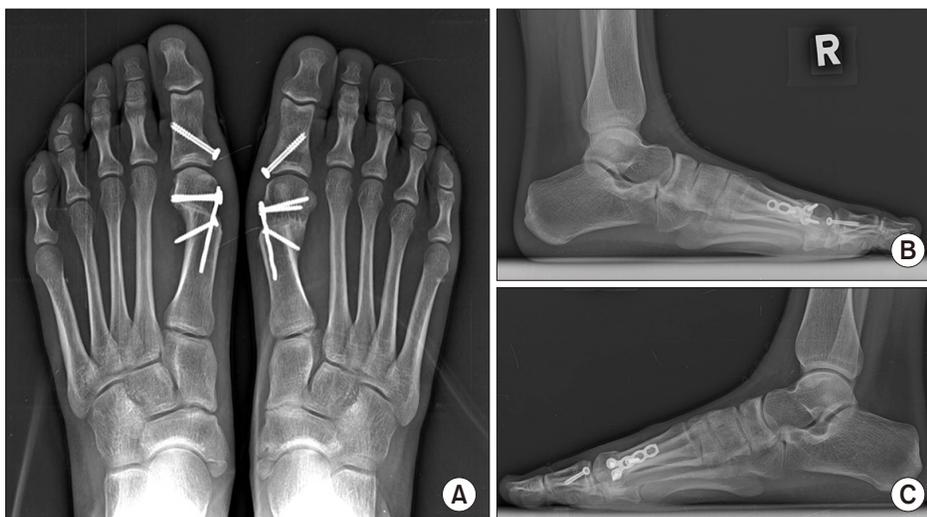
At postoperative 1 year, weight bearing foot anteroposterior radiograph (A) and right (B) and left (C) lateral radiographs show the adequate correction of the deformity.
